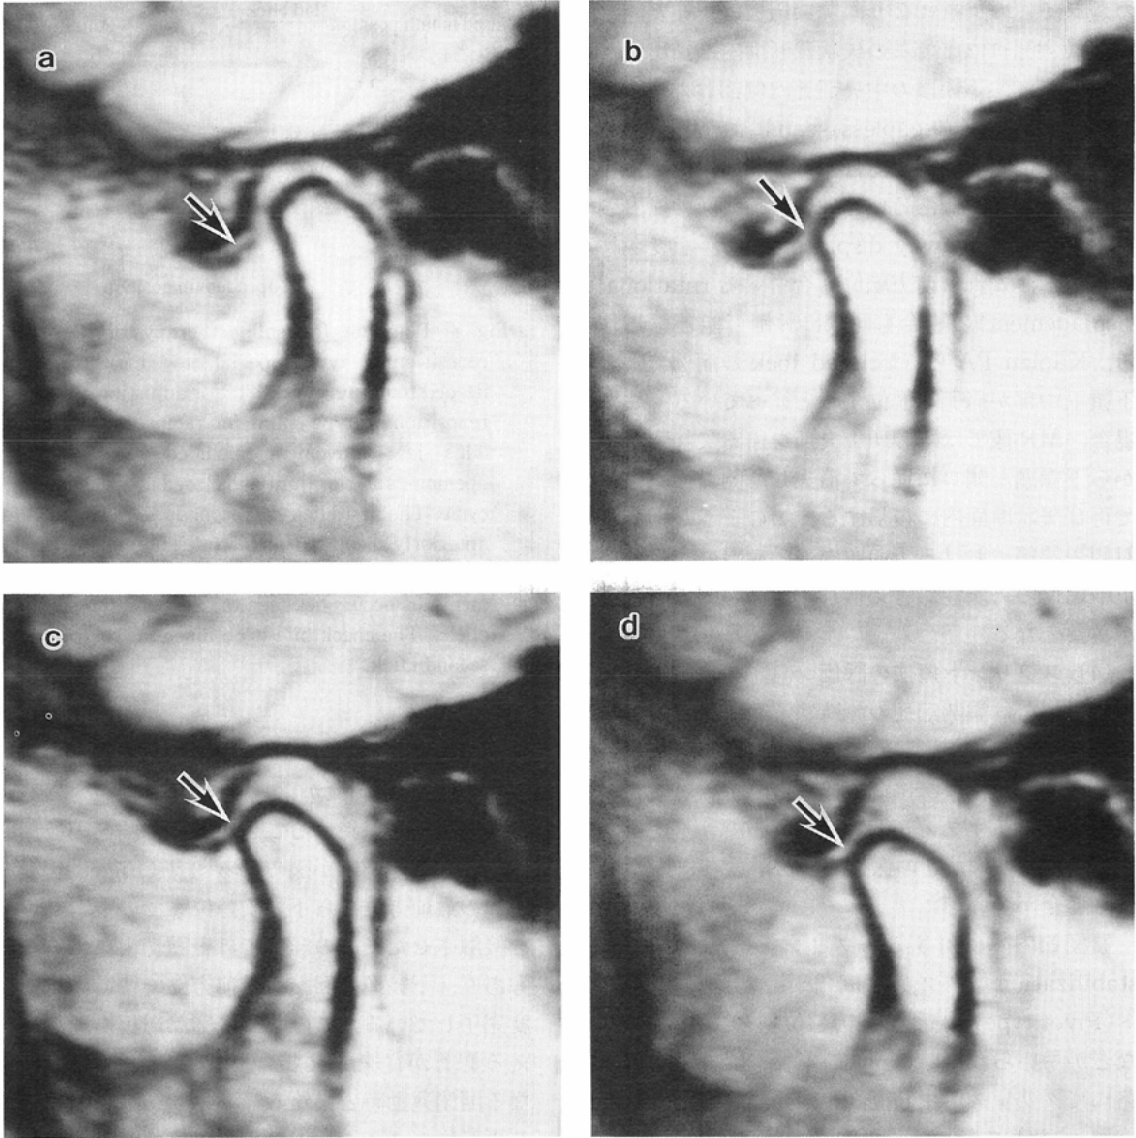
MR images before and after splint therapy.
